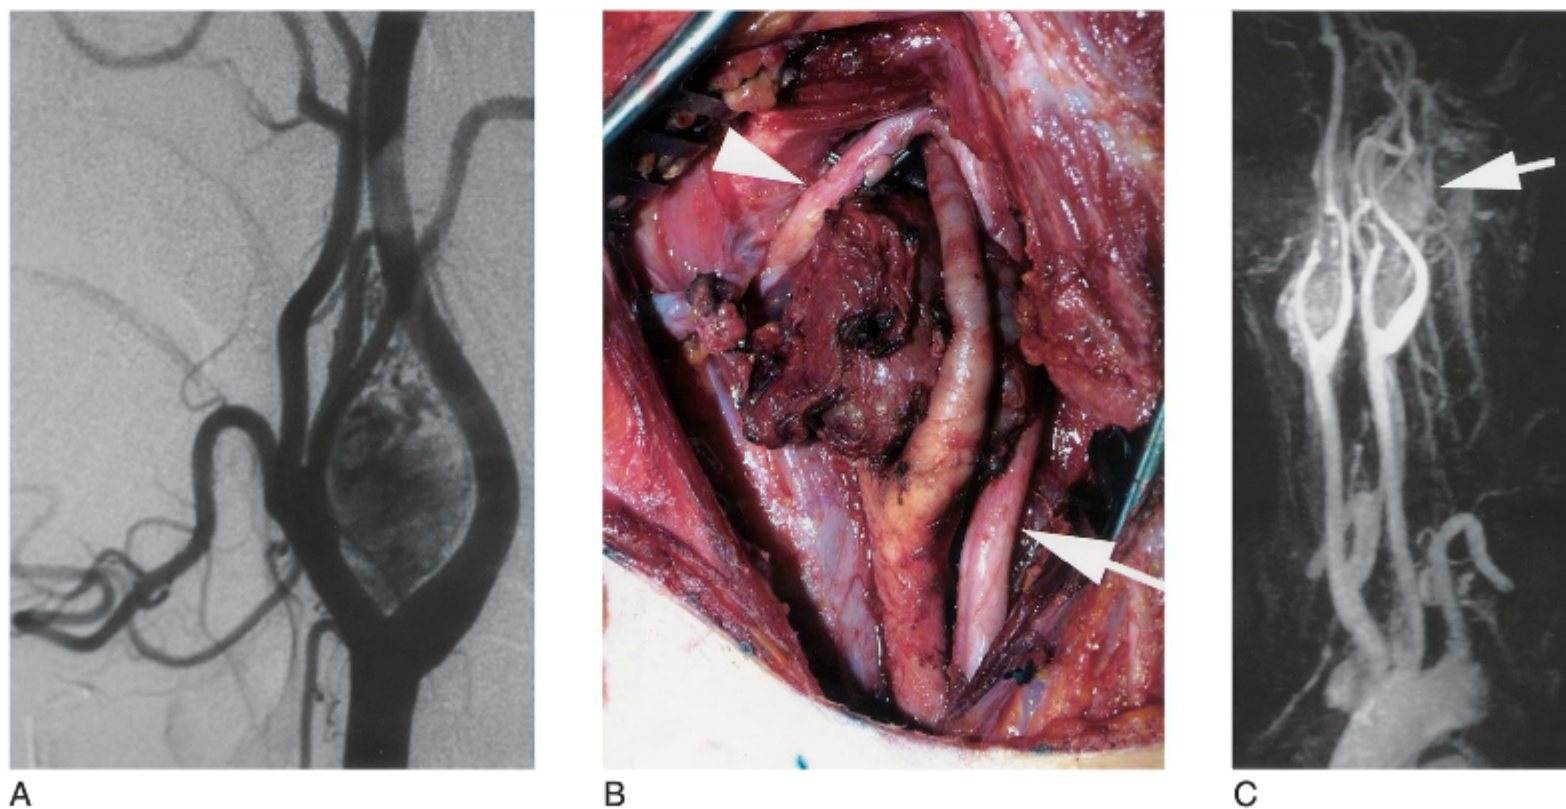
A, O característico sinal da lira na arteriografia de um paraganglioma do corpo carotídeo, afastando as artérias carótidas interna e externa. B, O tumor situa-se entre as artérias, superficialmente ao nervo vago (*seta*) e profundamente ao nervo hipoglosso (*ponta de seta*). C, Angiorressonância magnética de outro paciente demonstrando tumores bilaterais nos corpos carotídeos, além de um paraganglioma vagal esquerdo mais superior (*seta*).
